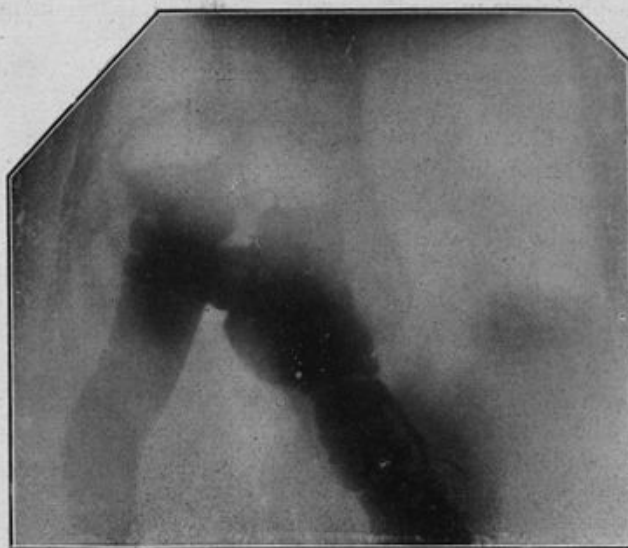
Radiographie dans le plan sagittal d'une hernie diaphragmatique congénitale (estomac et colon).
